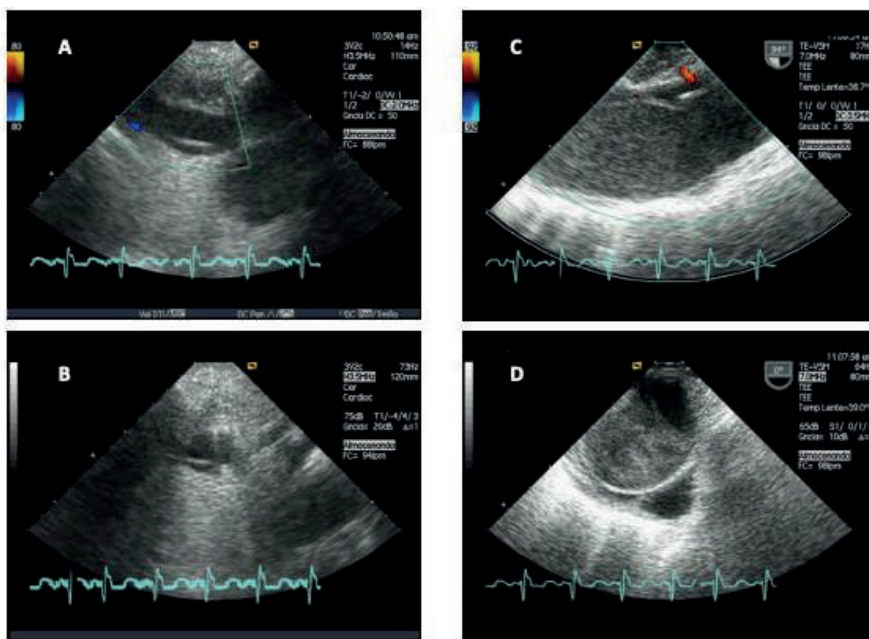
Utilidad de la ecocardiografía para el diagnóstico del síndrome aórtico agudo (disección tipo A).
